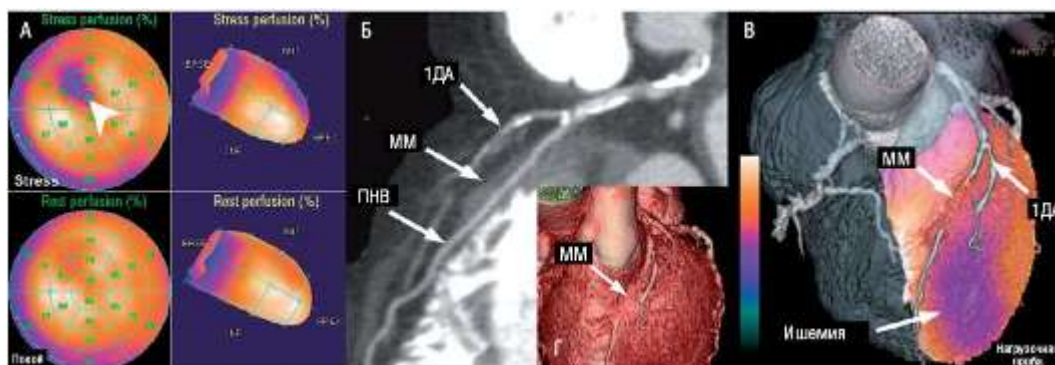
А - результаты перфузионной сцинтиграфии миокарда в покое (rest perfusion) и на фоне нагрузочной пробы (stress perfusion, тест с добутамином) представлены в системе полярных координат. В переднеперегородочной области определяется обратимый дефект кровоснабжения. Б и В - при КТ венечных артерий в среднем сегменте передней нисходящей ветви (ПНВ) обнаружен мышечный мостик (ММ) протяженностью более 2 см, а также кальцинированная атеросклеротическая бляшка в устье первой диагональной ветви (1ДА). Г - совмещенное (ОФЭКТ + КТ) 3D-изображение. Локализация обратимого дефекта кровоснабжения соответствует бассейну диагональной ветви, мышечный мостик не приводит к гемодинамически значимому нарушению кровоснабжения миокарда. ANT - передняя стенка; APEX - верхушка; BASE - основание; INF - нижняя стенка. Источник (с разрешения): Gaemperli O., Schepis T., Valenta I. et al. Cardiac image fusion from stand-alone SPECT and CT: clinical experience // J. Nucl. Med. - 2007. - Vol. 48. - P. 696-703.
